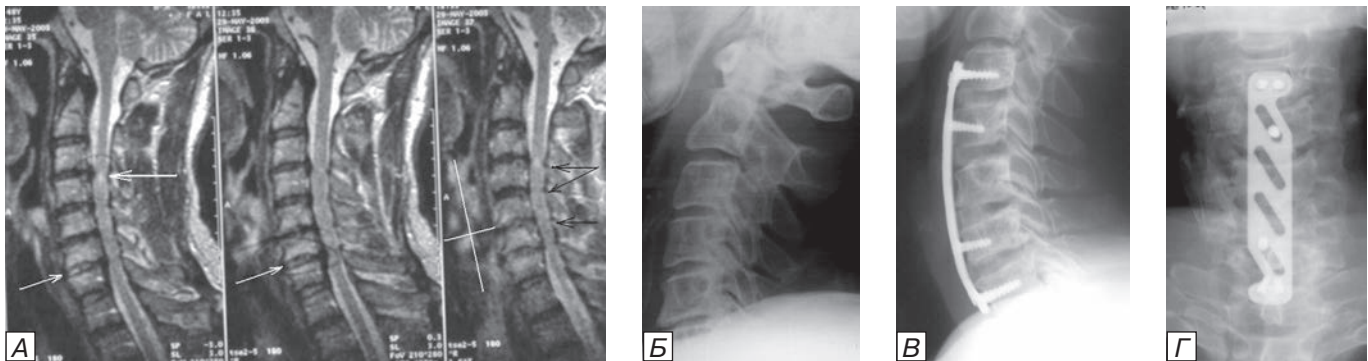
Больной Д. с травматическим повреждением дисков на уровнях C3-4, C5-6, C6-7 на фоне спондилоартроза и стеноза позвоночного канала. А) МРТ шейного отдела позвоночника в сагиттальной проекции в Т2 ВИ, при которой видны очаг миелопатии на уровне поврежденного диска C3-4 (белая стрелка), измененный сигнал от диска C6-7 (белая стрелка), кровоизлияние в превертебральной клетчатку (отмечено перекрещенными линиями) и разрывы желтых связок на нескольких уровнях (черные стрелки); б) на боковой шейной спондилограмме не видны C6 и C7 позвонки и данных за костную травму нет; в) рентгенограммы шейного отдела позвоночника этого же больного после операции через 3 мес в боковой и г) прямой проекциях. После выполнения дискэктомии на 4 уровнях произведен спондилодез C3-4, C4-5, C5-6, C6-7 аутокостью и титановой пластиной «Орион». Пластина тщательно подогнана по лордотическому изгибу и фиксирована к верхнему и нижнему позвонкам парой винтов и еще по одному ревизионному винту (на 1 мм шире обычного) в соседние с ними позвонки.
